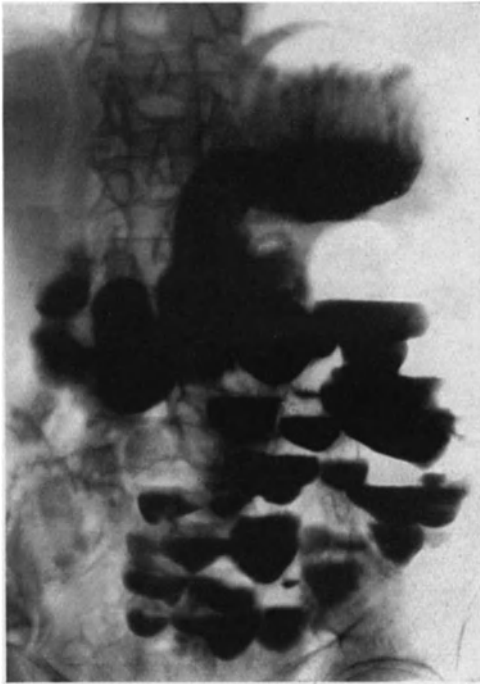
Multiple Dünndarmdivertikel. Röntgenaufnahme im Stehen. (Fall LUDIN-MERCKELBACH-CHRIST.) Aufgenommen $\frac{1}{2}$ Std. nach Bariummahlzeit.
